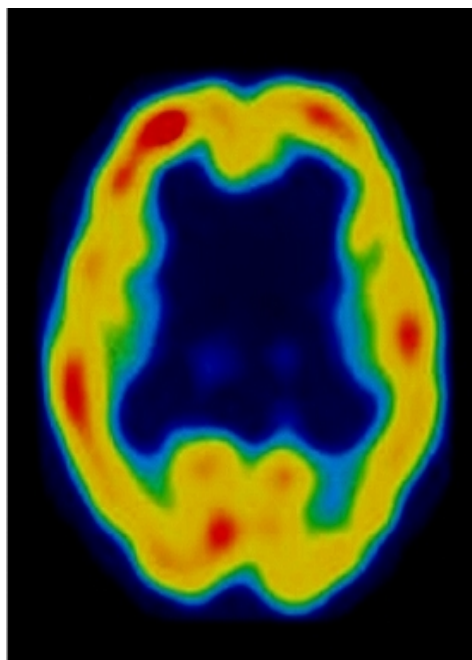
La hipoperfusión con hiperperfusión tuvo una frecuencia de 26,5%. La principal afectación en el SPECT cerebral fue multifocal en el 36,7% de casos.
